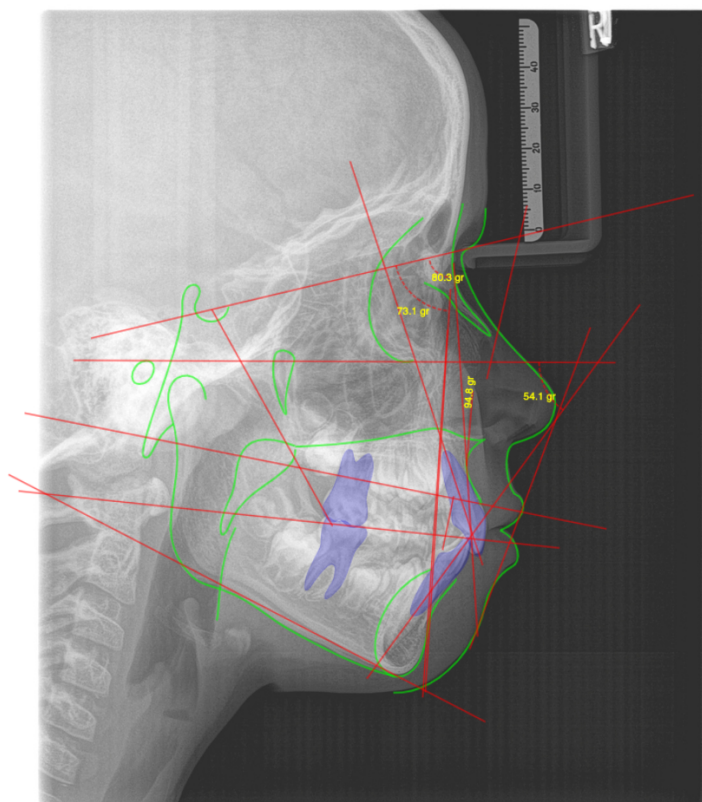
Telerradiografia lateral final com sobreposição do traçado cefalométrico.
